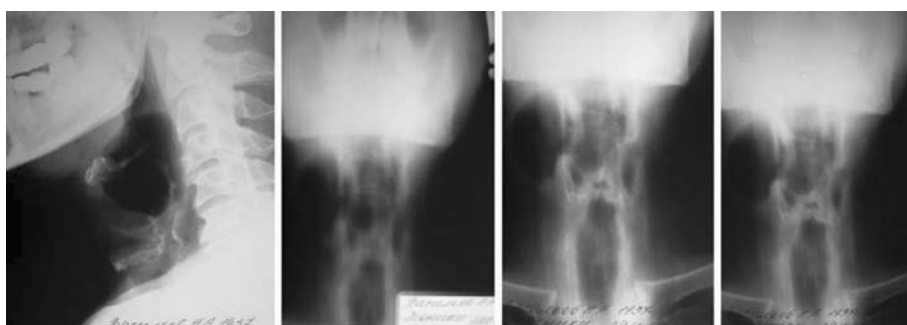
Боковая рентгенография шеи по Земцову и томография гортани пациента В., 62 года.
